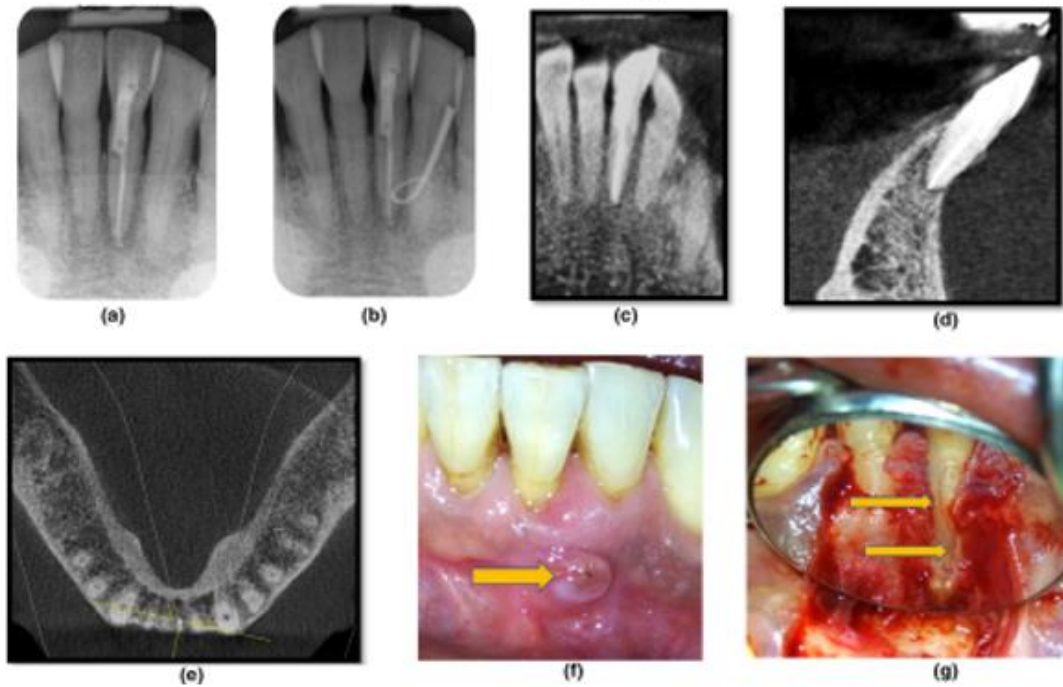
En la radiografía periapical (a) muestra el OD 31 con tratamiento previo pero con ensanchamiento en el ligamento periodontal; (b) se traza con un cono de gutapercha el tracto sinusal que apunta hacia distolateral a nivel apical; se toman imágenes con CBCT, (c) vista coronal; (d) vista sagital; (e) vista axial; (f) clínicamente el OD 31 se le observa en la unión mucogingival una lesión o aumento de volumen con borde delimitado y circunferencia de aproximadamente 5mm de ancho; (g) al hacer un desbridamiento quirúrgico, en las inspección se confirmó la presencia de desprendimiento de cemento radicular. Tomada de Lee AC, Neelakantan P, Dummer P, Zhang C. Cemental tear: Literature review, proposed classification and recommendations for treatment. International Endodontic Journal. Pág 16. Cortesía del Dr. Kelvin Ng.
